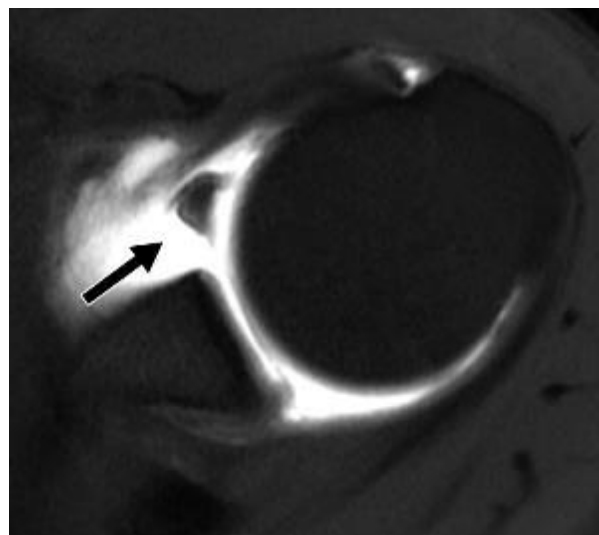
Anatomía por resonancia magnética del que muestra el complejo de Buford (9)
